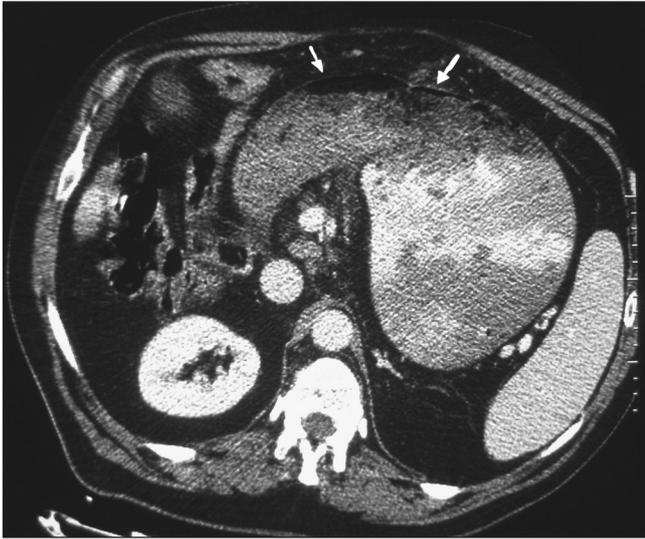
Corte axial de tomografía computarizada tras administración de contraste oral e i.v. Llamativa distensión del "remanente de la cámara gástrica" que está ocupada por restos alimenticios y contraste oral con un pequeño nivel hidroaéreo en la zona más alta, lo que produce la imagen de "pseudoneumoperitoneo" (flechas blancas) en la radiografía tórax.
